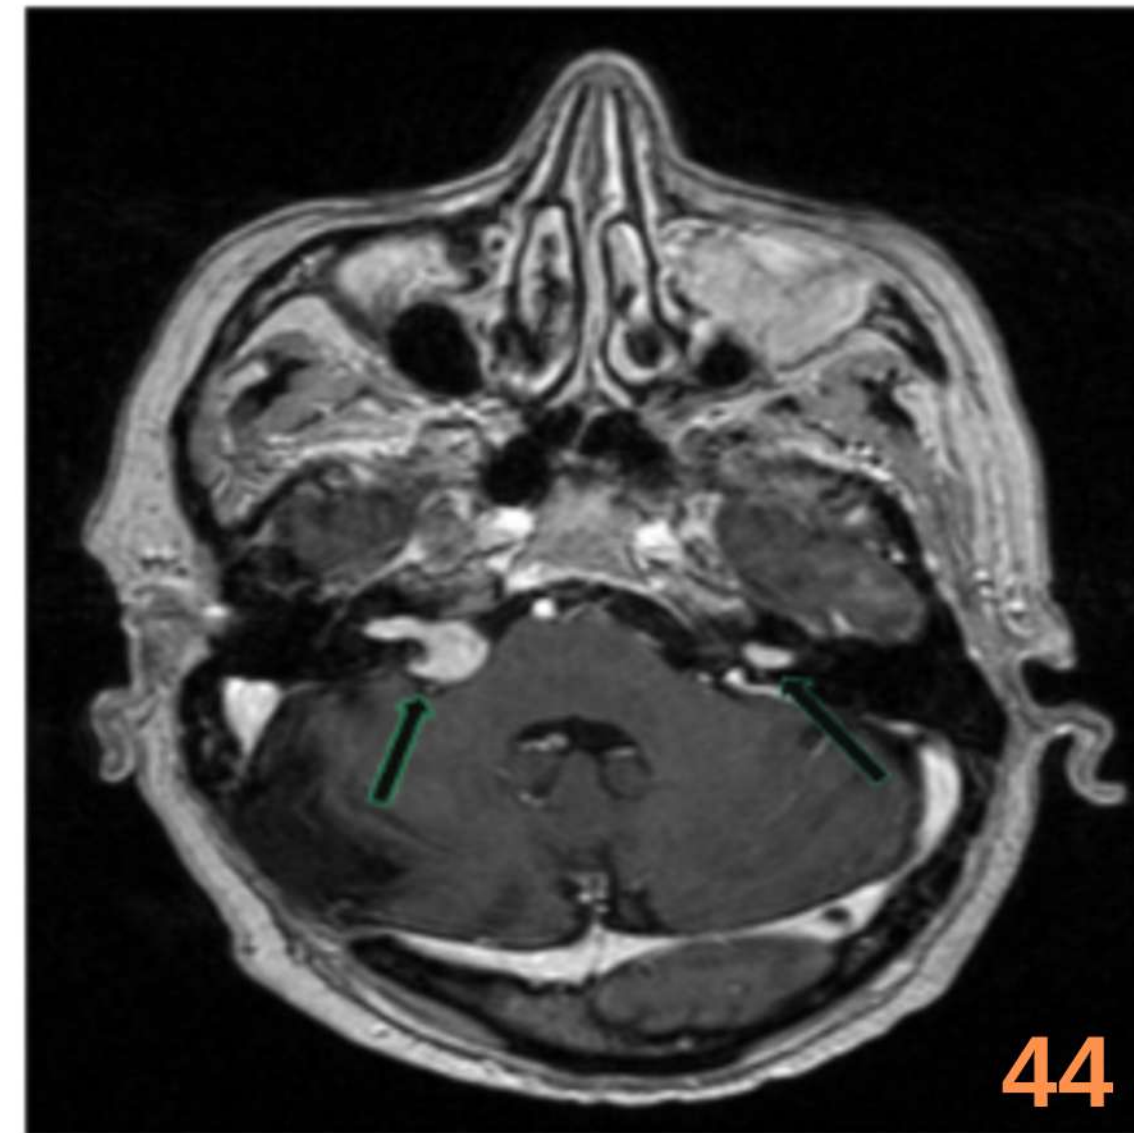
Imagen axial RM de cráneo, secuencia T1 con contraste. Se aprecian lesiones con captación homogénea en ambos ángulos pontocerebelosos compatibles con neurinomas acústicos bilaterales. En el lado izquierdo es intracanalicular, y en el lado derecho predomina el componente extracanalicular.
